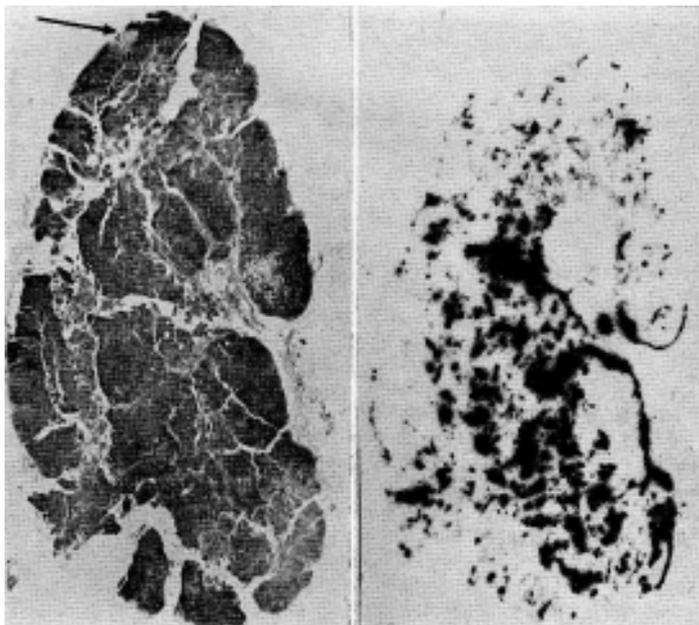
Histoautorradiografía de un ganglio axilar, X 3
